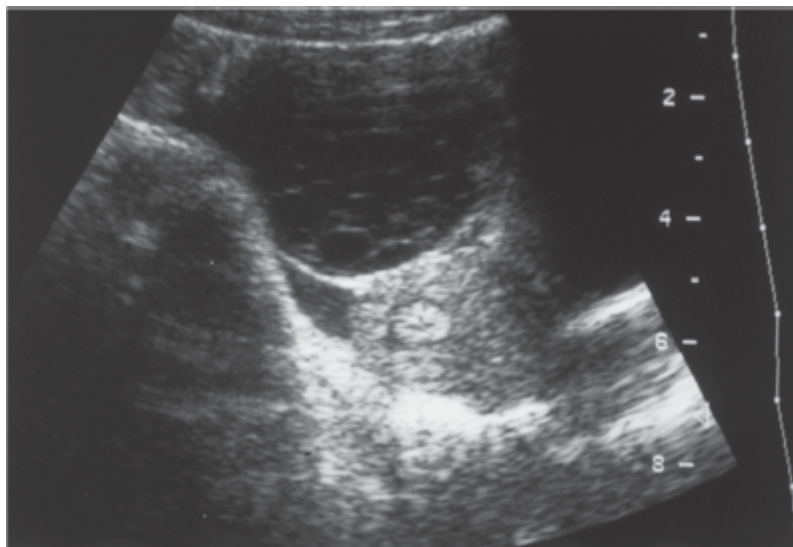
Ultrassonografia de neoplasia ovariana.
